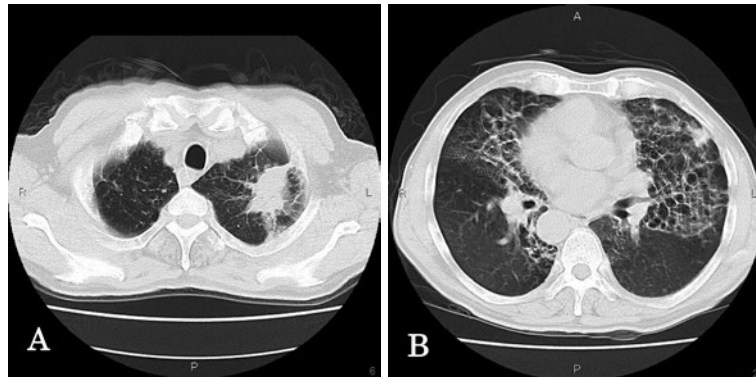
(A) Chest computed tomography scan on admission shows left upper dense consolidation. (B) Cystic bronchiectasis is seen in the bilateral lung fields.
